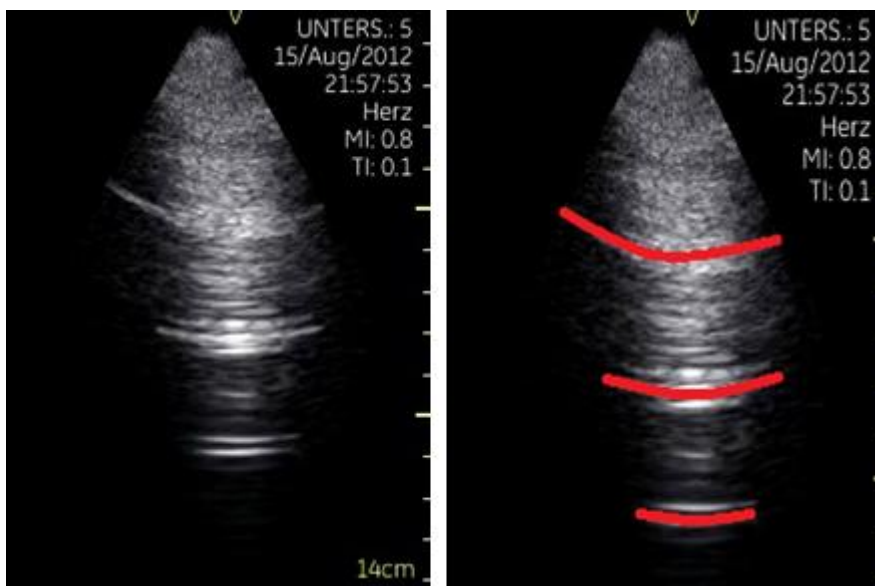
Sonographie mit sichtbarer Pleuralinie und darunter folgenden Reverberationen
